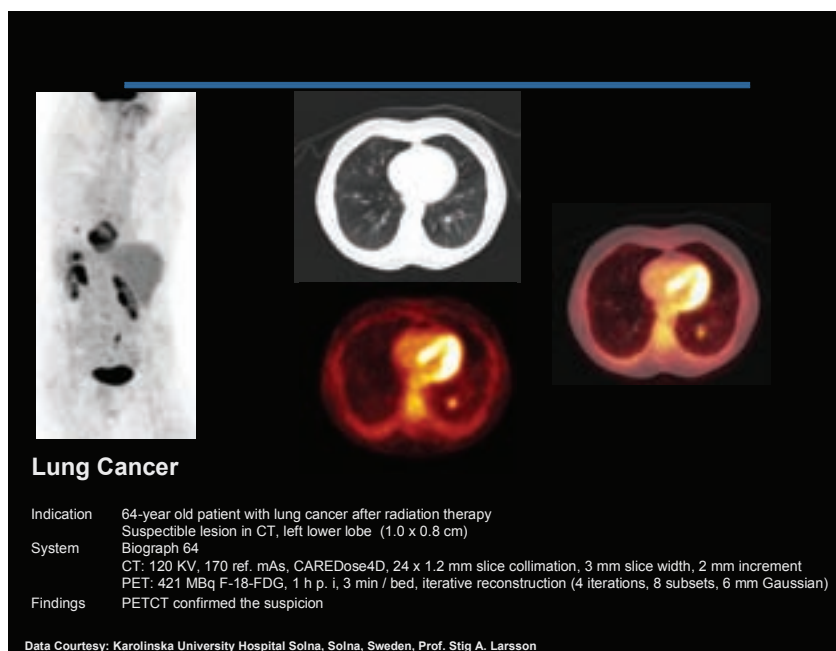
64 årig man med lungcancer som behandlats med radioterapi. Efterkontroll med CT visar misstänkt kvarvarande tumör i vä. lunga. PET och PET/CT visar tydligt tecken på malignitet genom ett högt FDG-upptag i ett litet område i vänster lunga (snittbiderna ses normalt underifrån - i riktning från fot till huvud)
